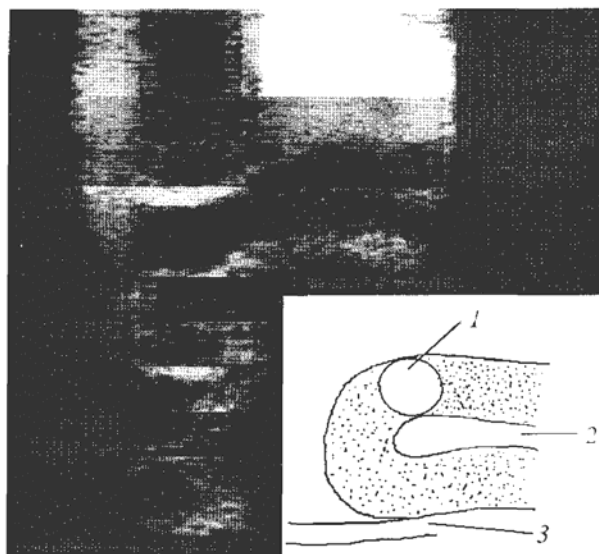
ИОУЗИ больного Т. Опухоль локализуется в головке поджелудочной железы, ближе к перешейку. 1. Инсулинома. 2. Селезеночная вена. 3. Нижняя полая вена.
